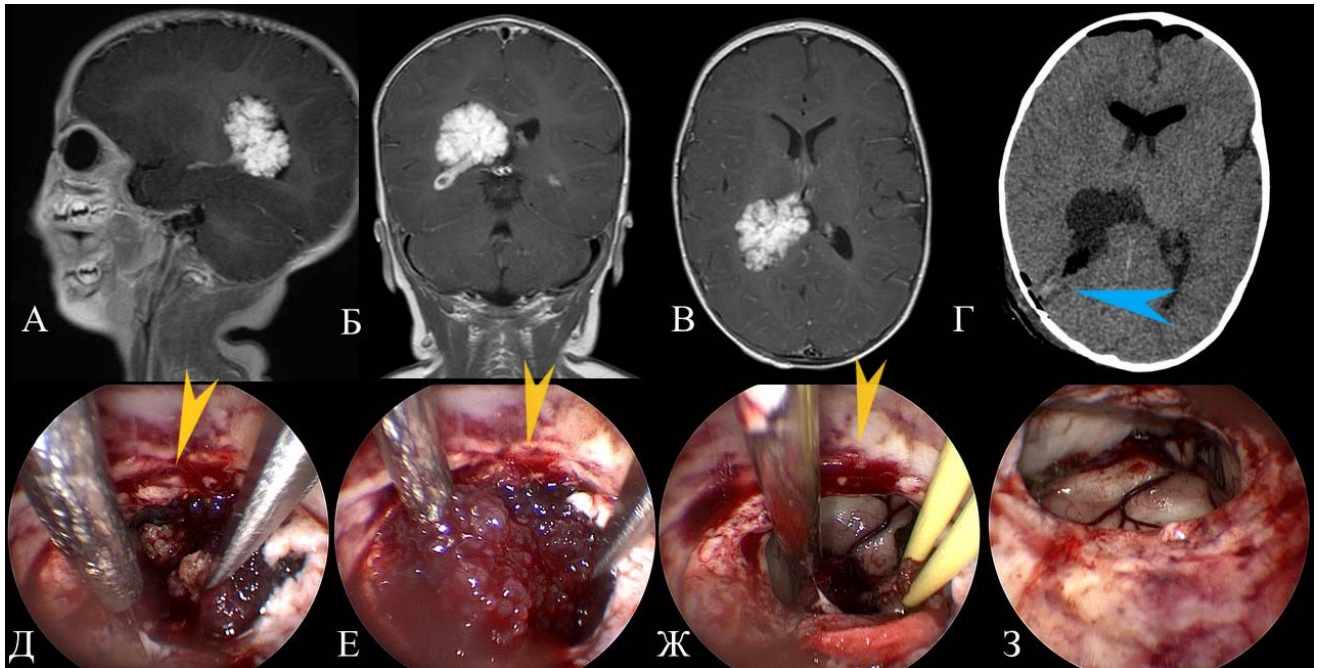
Принцип работы порта с каналом для эндоскопа на примере удаления хориоидпапилломы бокового желудочка: А-В – МРТ головного мозга девочки 6 месяцев, Г - КТ на первые сутки после удаления опухоли, синяя стрелка указывает на небольшие тракционные изменения по ходу энцефалотомии. Д-З – удаление опухоли под контролем эндоскопа 30°: Д-Ж: безопасное перемещение инструментов в рану и из раны, свободные манипуляции двумя инструментами, желтые стрелки указывают на край прозрачной стенки порта, защищающей ткани мозга вдоль доступа; З – обзор полости бокового желудочка после удаления опухоли и гемостаза.
